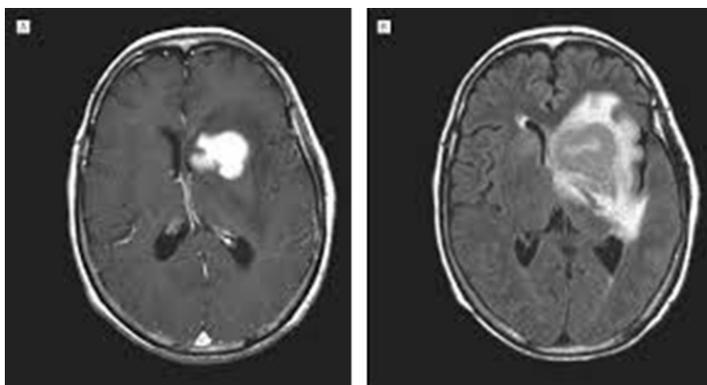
IRM cérébrale séquence T1 après injection de produit de contraste (à gauche) : lésion intra-axiale, avec prise de contraste péri-ventriculaire gauche, faisant suspecter un lymphome. IRM FLAIR (à droite) montrant la présence d'un œdème autour du lymphome.
